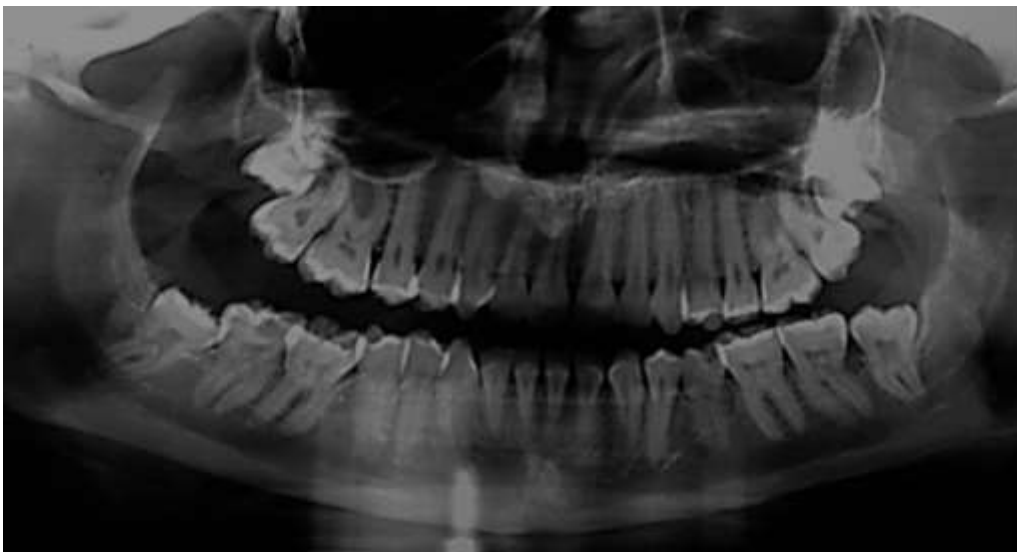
Rx ortopantomica.
